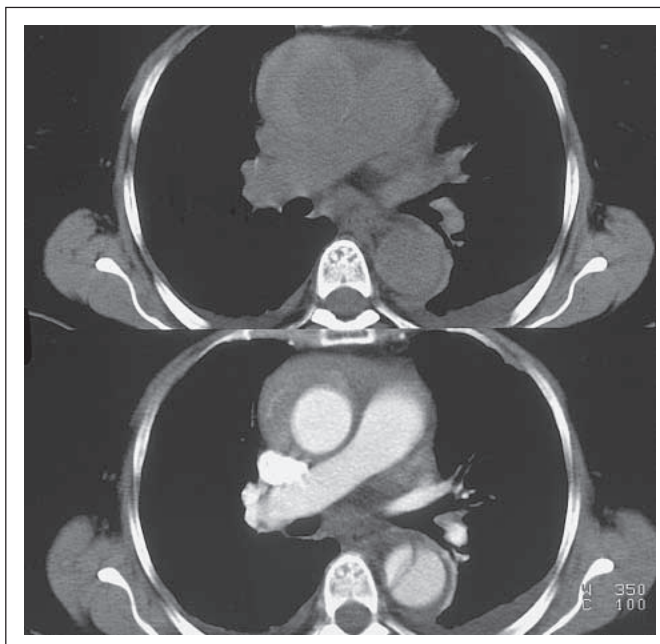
Akutes intramurales Hämatom der Aorta. a. Im Nativ-CT gering hyperdense, sichelförmige, exzentrische Formation der Aorta ascendens im Sinne einer intramuralen Blutansammlung und konsekutiven Zunahme der Aortenwanddicke. b. Nach KM-Gabe regelrechte Lumenkontrastierung ohne Nachweis einer Dissektionsmembran, jedoch umschriebene Kontrastierung des intramuralen Hämatoms als Hinweis für eine akute Blutung. Manifeste Dissektion der Aorta descendens.
